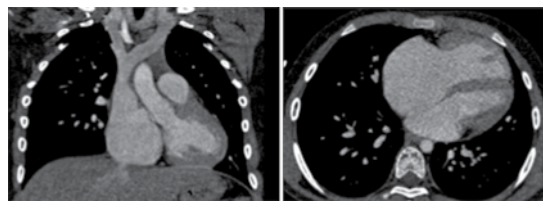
Tomografía cardiaca: aorta cabalgando sobre el *septum* interventricular.
